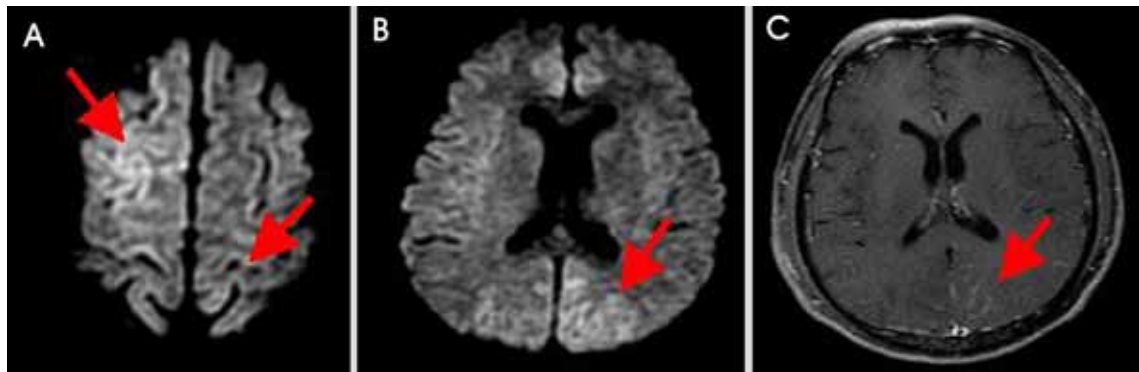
(A, B) Diffusion-weighted images show multiple high signal intensities in the right frontal, the left parietal and occipital lobe. (C) Gadolinium-enhanced T1 weighted MR image shows diffuse leptomeningeal enhancement along the left posterior parieto-occipital cortex.
